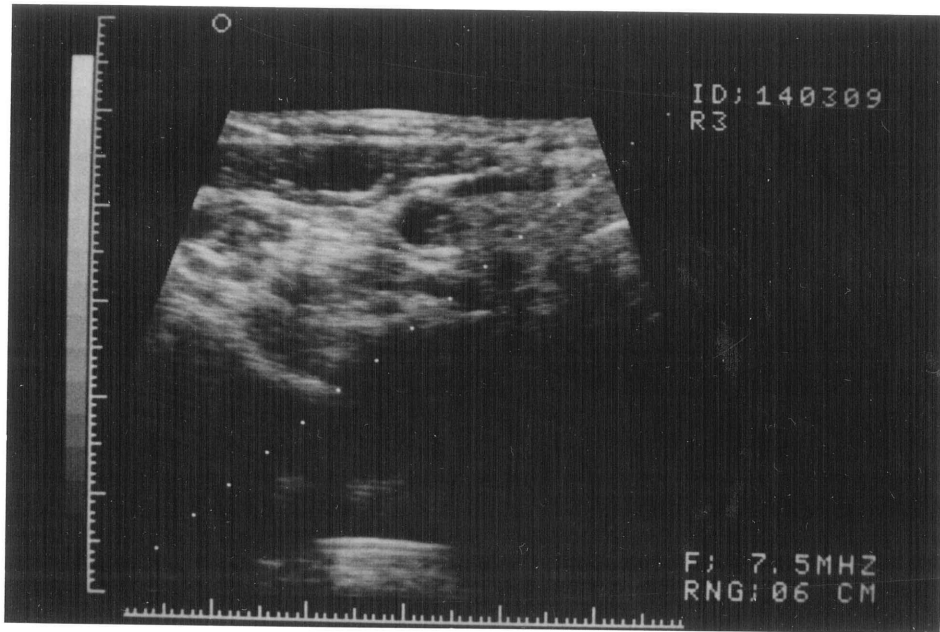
穿刺針の方向は超音波画面上に点線で示される。
